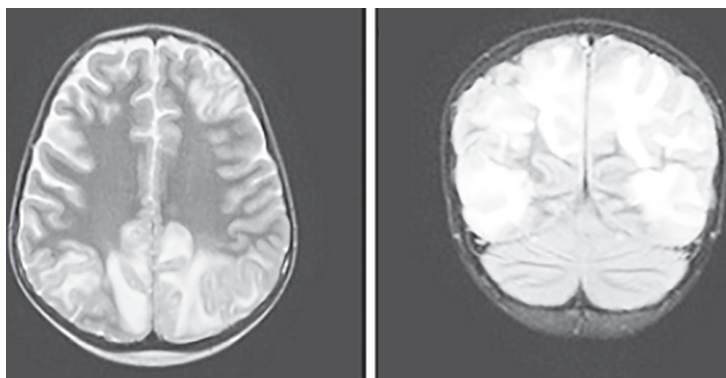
На серии МРТ головного мозга в больших полушариях определяются симметричные очаги вазогенного отека преимущественно в задних отделах в юкта- и субкортикальном белом веществе с единичными участками цитотоксического отека в области коры теменных и затылочных долей с обеих сторон без накопления контрастного вещества
